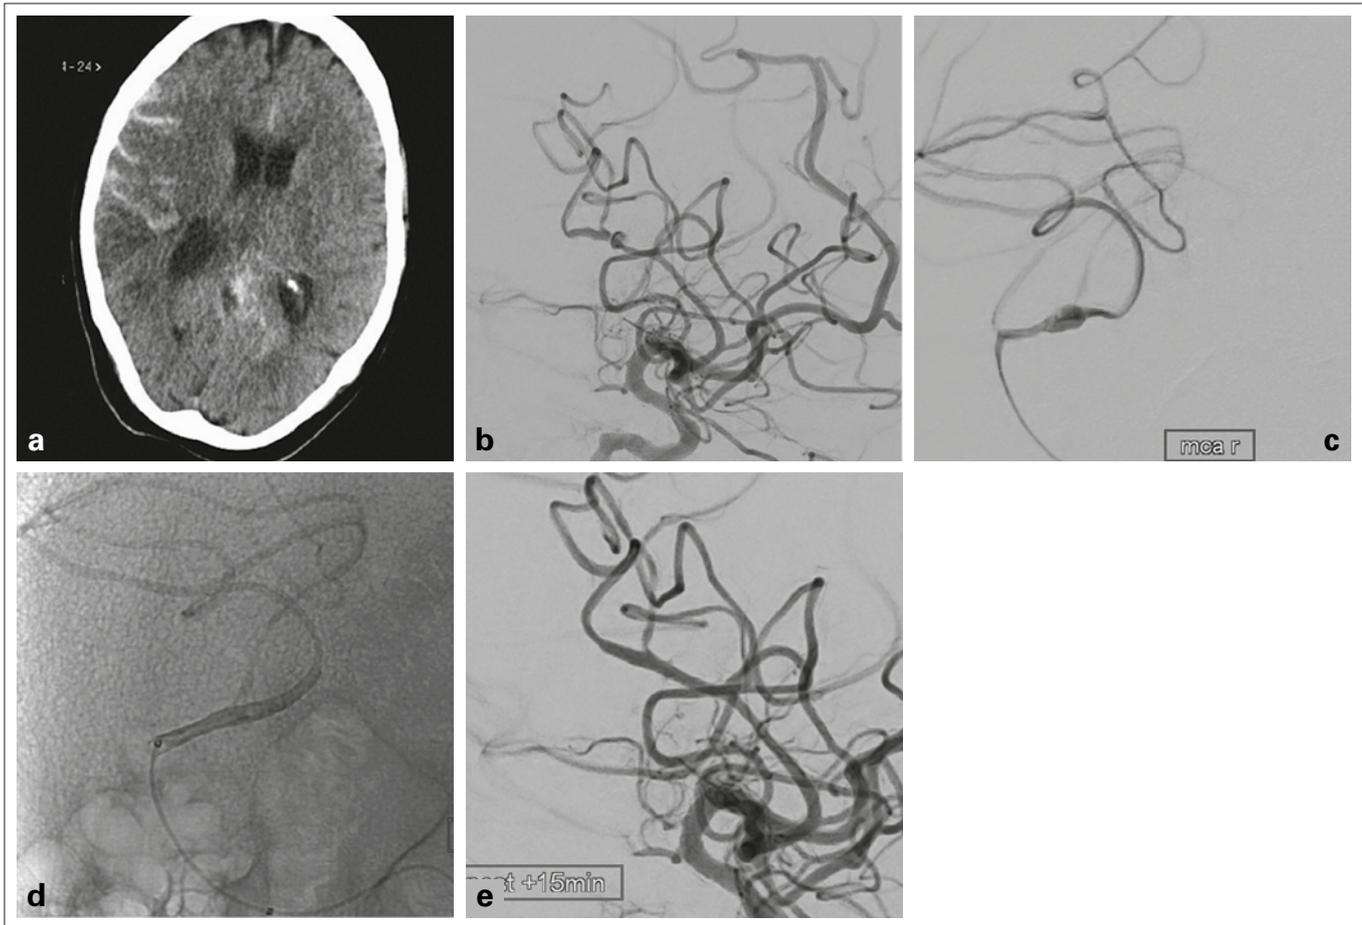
51-jähriger Patient mit infizierter künstlicher Herzklappe und plötzlich aufgetretenen Kopfschmerzen und Hemiparese links. Die CT ergab eine akute Subarachnoidalblutung und Ischämie im Mediaterritorium rechts (a). Die DSA wies ein „mykotisches“ fusiformes Aneurysma des hinteren parietalen Mediahauptastes als Blutungsquelle nach (b). Die lokale Darstellung über den Mikrokatheter zeigte den Mediaast vor (c) und nach (d) der Implantation eines Flow Diverters (p48-HPC, Phenox, Bochum, Deutschland). Im Abschlussbild (e) war das Aneurysma aus der Zirkulation ausgeschaltet. Nach der Freisetzung des Flow Diverters wurde die gewichtsadaptierte Loading Dose Eptifibatid (Integrilin®, Glaxo Smith Kline, München, Deutschland) intraarteriell und Erhaltungsdosis intravenös über 24h gegeben, danach erhielt der Patient Ticagrelor 2 × 90 mg/d als Monotherapie.
